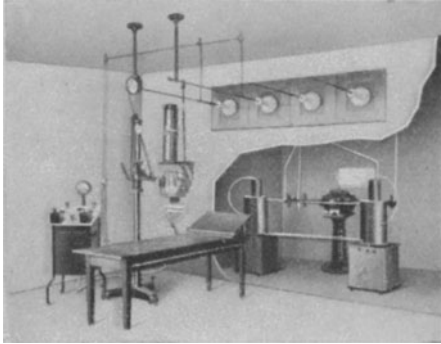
Gesamtansicht des Intensiv-Reform-Apparates von Dessauer für Röntgentiefen-therapie.
